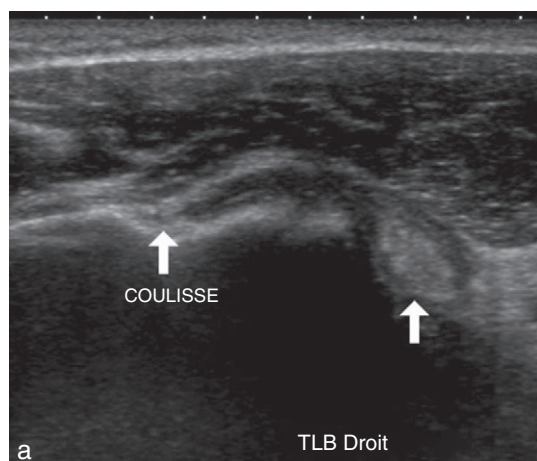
Désinsertion du subscapulaire et luxation du tendon du long biceps (TLB). a. Coupe axiale en échographie montrant la luxation du TLB. b. Arthroscanner montrant la luxation du TLB (flèche noire) associée une désinsertion du subscapulaire avec une rétraction relativement importante de ses fibres profondes (flèche blanche).
